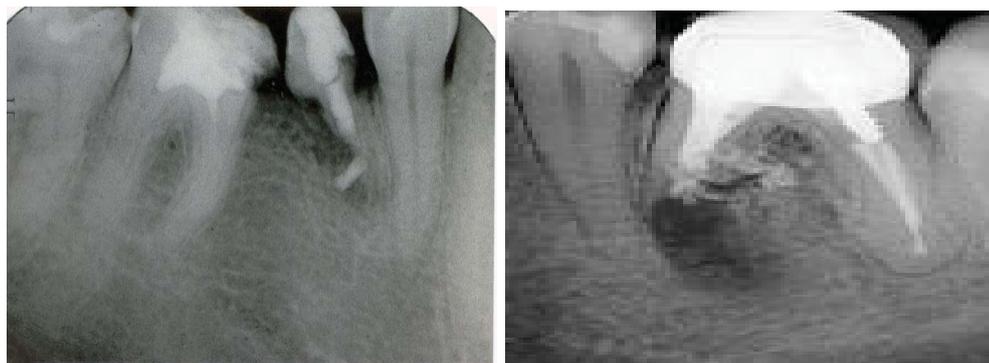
Прицельные рентгенограммы – лакунарная резорбция реплантированного корня зуба
